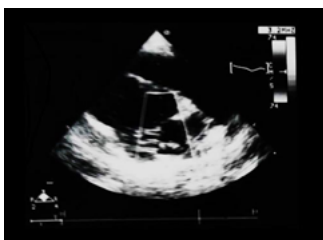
Ecocardiograma transtorácico en modo B, eje a cuatro cámaras: levocardia con adecuada contractilidad global y segmentaria.
